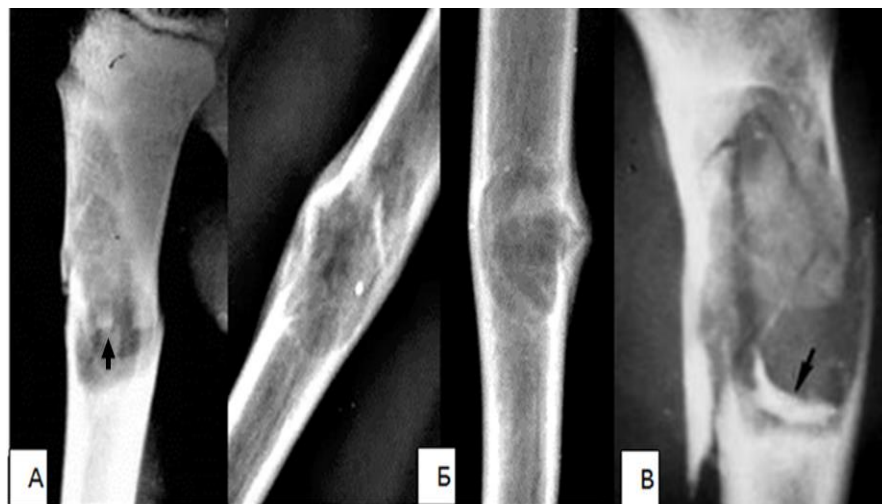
Проста кісткова кіста з патологічними переломами. Рентгенограми плечових кісток в прямій проекції різних пацієнтів. А – по типу "підзорної труби" без реакції окістя (гострий), з асимільованими періостальними нашаруваннями навколо (підгострий, Б) і ще одна ознака перелому при СКК – це симптом «фрагмента, який впав» (А, В чорні стрілки).
